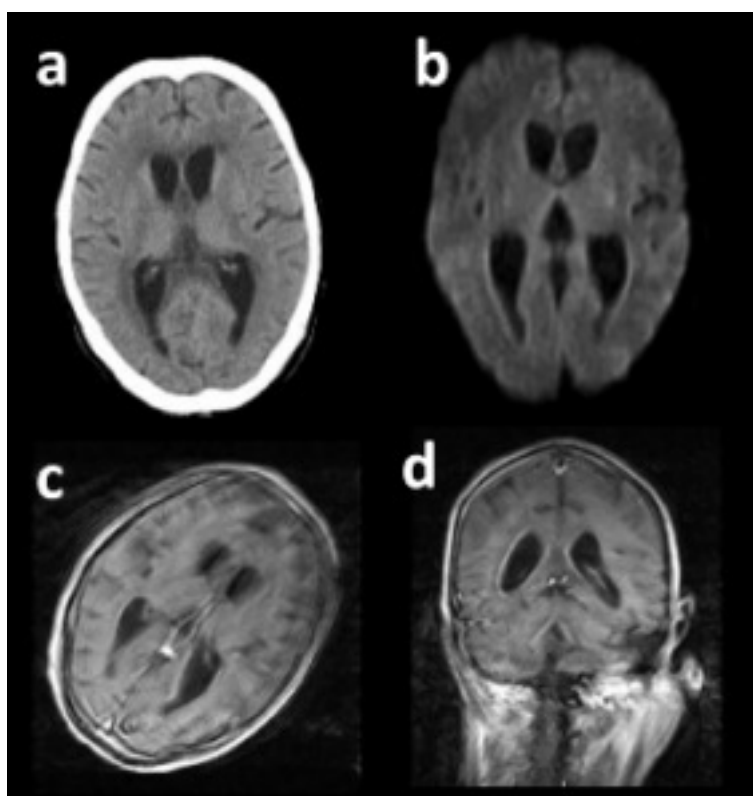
意識障害出現時の頭部CT及びMRI検査所見。
